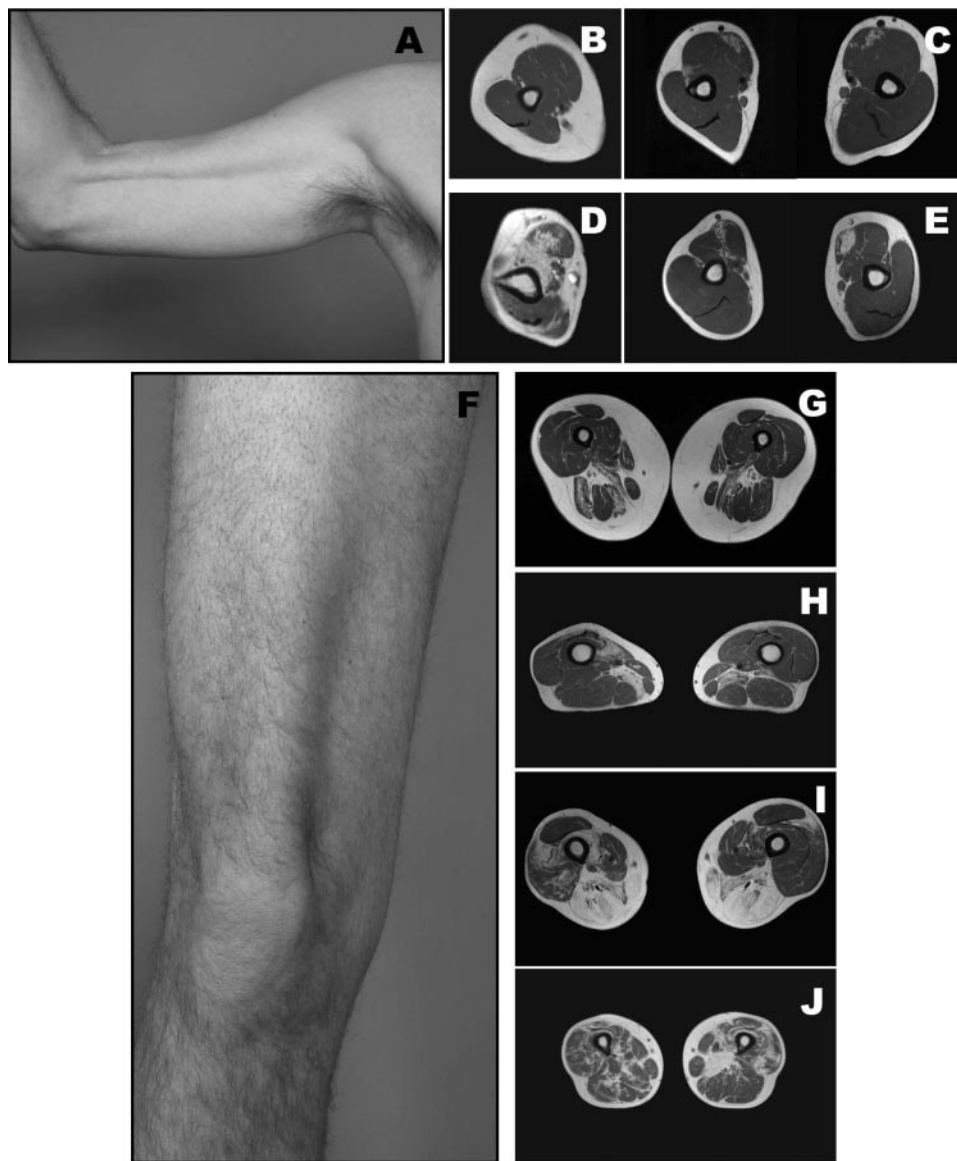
Atrophy of the arm and thigh muscles as clinically assessed on patients IX-11 and IX-15 and for four patients on MRI. (A) Atrophy of the biceps in patient IX-11. (B) Asymptomatic patient IX-9 shows no clear atrophy of arm muscles. (C) Moderately affected patient IX-15 shows mild atrophy and fatty replacement for the long head of the right biceps brachii and moderate atrophy and fatty replacement for the long head of the left biceps brachii. (D) Severely affected patient VIII-6 reveals a marked atrophy of the biceps brachii and brachio-radialis with a minimal atrophy of the triceps. (E) Moderately affected patient IX-11 showed mild atrophy and fatty replacement in the long head of the left biceps and moderate atrophy and fatty replacement in the long head of the right biceps. (F) Atrophy of the medial part of the quadriceps in patient IX-15. (G) Asymptomatic patient IX-9 shows no clear involvement of the quadriceps but a mild to moderate asymmetrical atrophy and fatty replacement of the hamstring muscles (biceps femoris and semitendinosus) and the adductor magnus. (H) Moderately affected patient IX-15 shows a severe atrophy and fatty replacement for the adductor magnus bilaterally, the right vastus medialis and the short head of the left biceps femoris and a moderate atrophy of the tensor fasciae latae bilaterally. (I) Moderately affected patient IX-11 displays a severe atrophy of the adductor magnus, the hamstrings, the tensor fasciae latae, the gracilis, and the glutei minimus and medius bilaterally, with a moderate atrophy of the vasti lateralis, intermedius and medialis on the right and mild wasting of the right adductor longus. (J) Severely affected patient VIII-6 reveals a moderate to severe atrophy of the vasti intermedius, medialis and lateralis, the semimembranosus, the left adductor magnus and the gluteus minimus, associated with a milder atrophy of the gluteus maximus, the gluteus medius, the rectus femoris, the tensor fasciae latae and the remainder of the hamstrings group.
